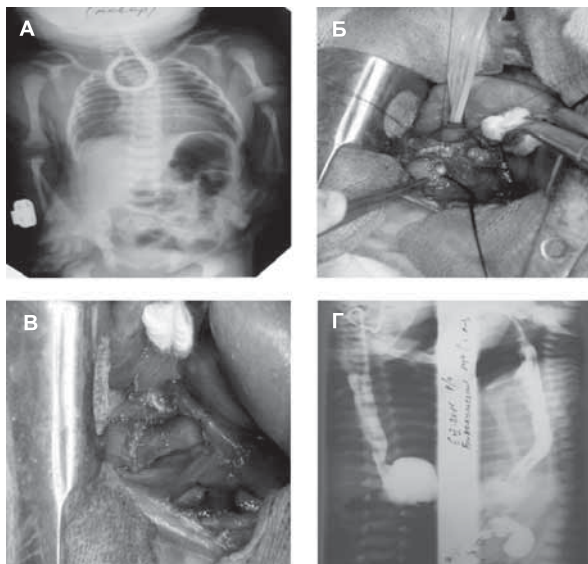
Корекція атрезії стравоходу з дистальною трахеостравохідною норицею: А — оглядова рентгенографія із введеним у стравохід рентгенконтрастним зондом, Б — ушивання дефекту трахеї після відсічення дистальної трахеостравохідної нориці, В — анастомоз стравоходу "кінець до кінця", Г — контрольна езофагографія на 7 добу після операції.
